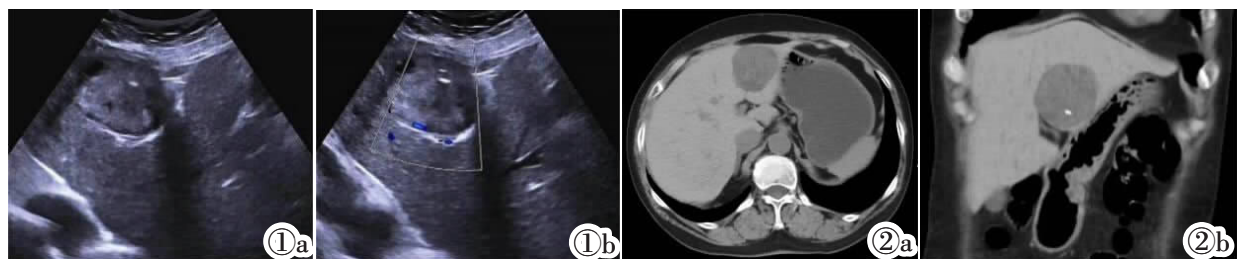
肝超声检查。图 1a: 超声示肝内边界清楚的混合回声团块; 图 1b: CDFI 示瘤周少许血流信号。图 2 腹部 CT 平扫。图 2a (横轴位) 及图 2b (冠状位) CT 平扫示肝 S2-3 段类圆形低密度肿块, 内见点状钙化。
